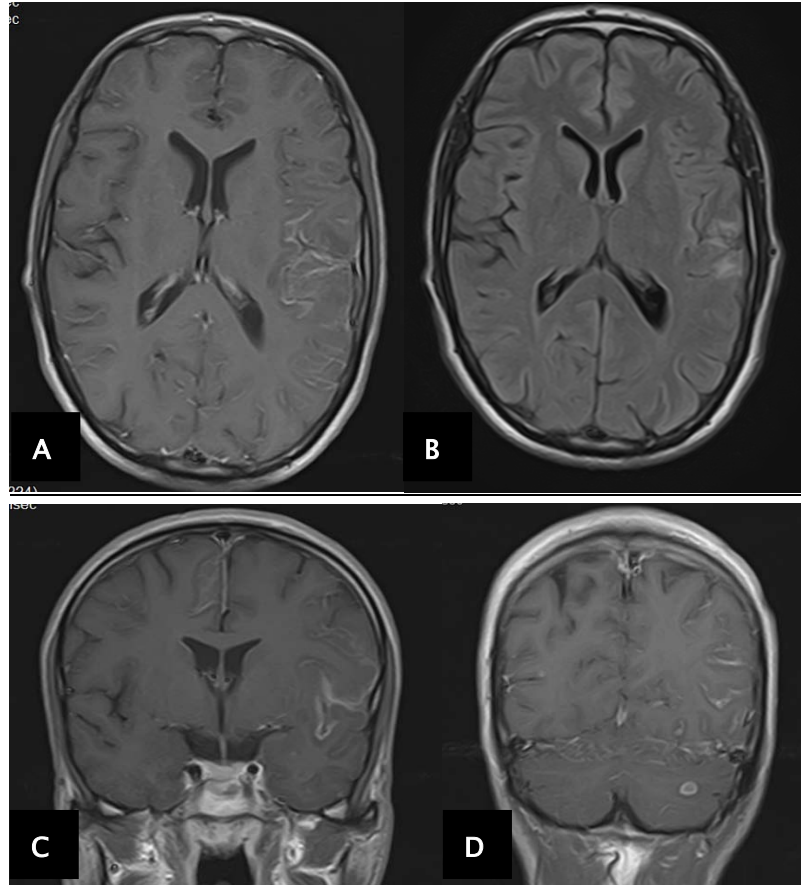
IRM CEREBRALE SUR LES SEQUENCES PONDERES T1 APRES INJECTION DE GADOLINIUM OBJECTIVANT UN EPAISSISSEMENT ET UN REHAUSSEMENT DES LEPTOMENINGES PREDOMINANT AU NIVEAU DES VALLEES SYLVIENNES ASSOCIES A UN TUBERCULOME CEREBELLEUX GAUCHE(D).
